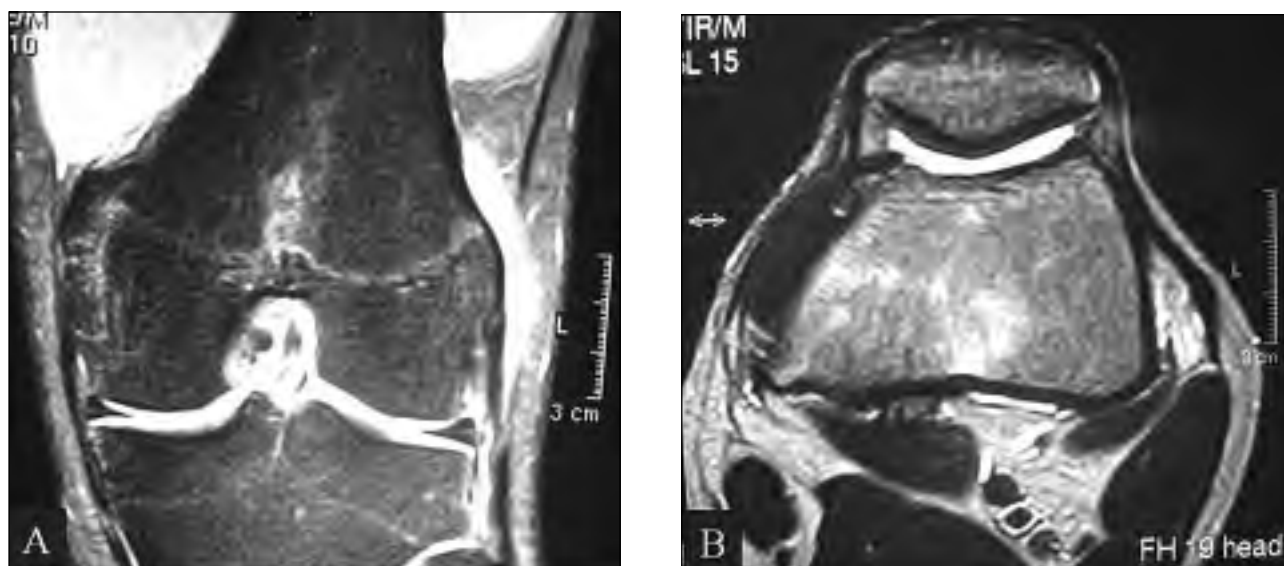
Paciente de sexo masculino de 18 años de edad. A: Corte coronal de la Resonancia Magnética Nuclear en la cual se observa un área con señal hiperintensa entre el cóndilo externo del fémur y la banda iliotibial. B: Corte axial de la RMN con imagen hiperintensa en compartimiento externo que sugiere inflamación y/o edema en la bursa a nivel del cóndilo externo del fémur.
